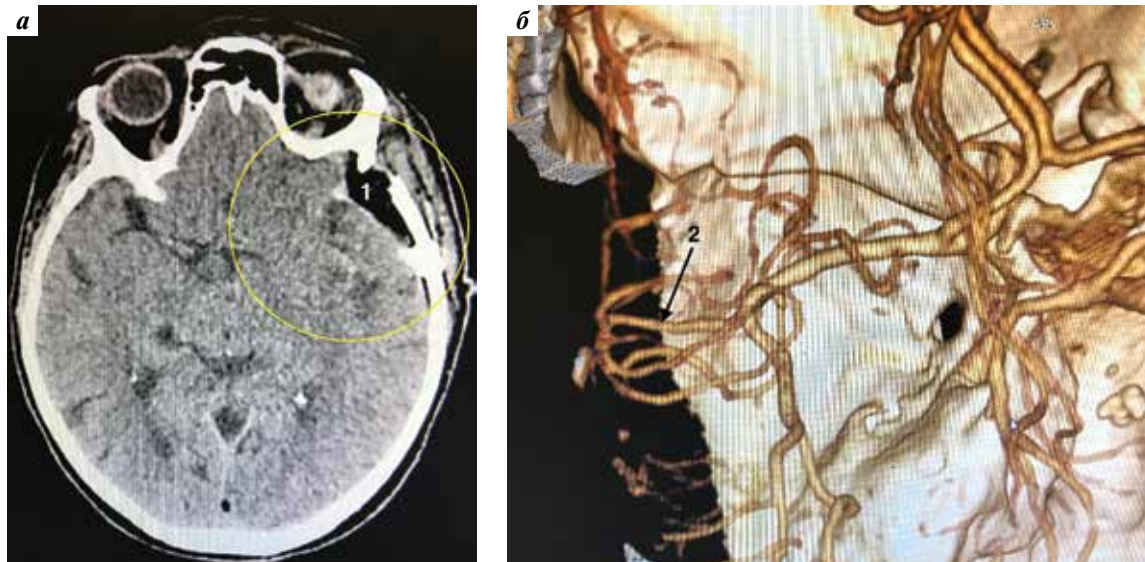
Компьютерная томография головного мозга пациентки Г. Послеоперационный контроль. 1 – область операции; 2 – анастомоз по типу «конец в конце» между ветвями височного ствола левой средней мозговой артерии
